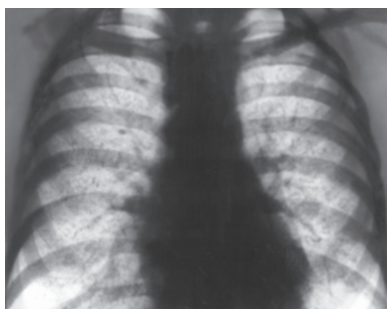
Рентгенограмма легких при очаговой пневмонии
